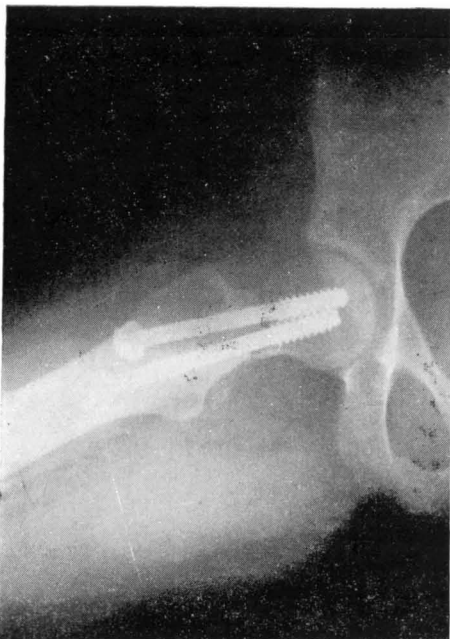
Radiografía axial postoperatoria del caso anterior señalando la imperiosa necesidad de una buena reducción anatómica en ambas proyecciones, asociado a un montaje estable y sólido.
